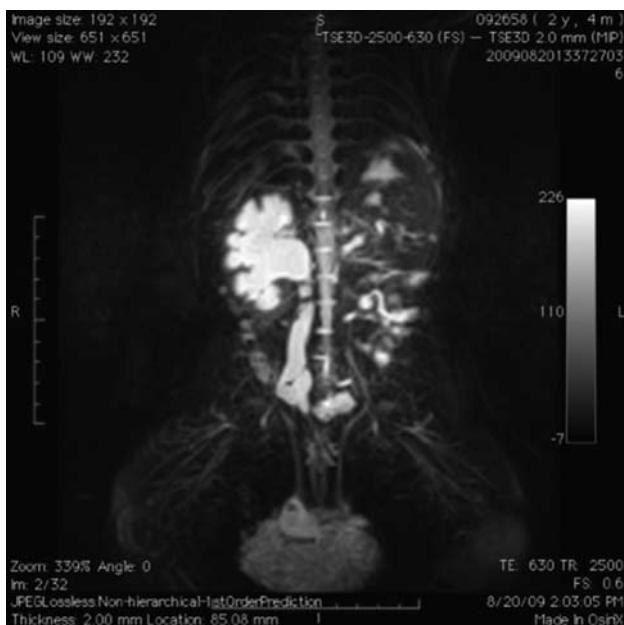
МРТ при мегауретере.
